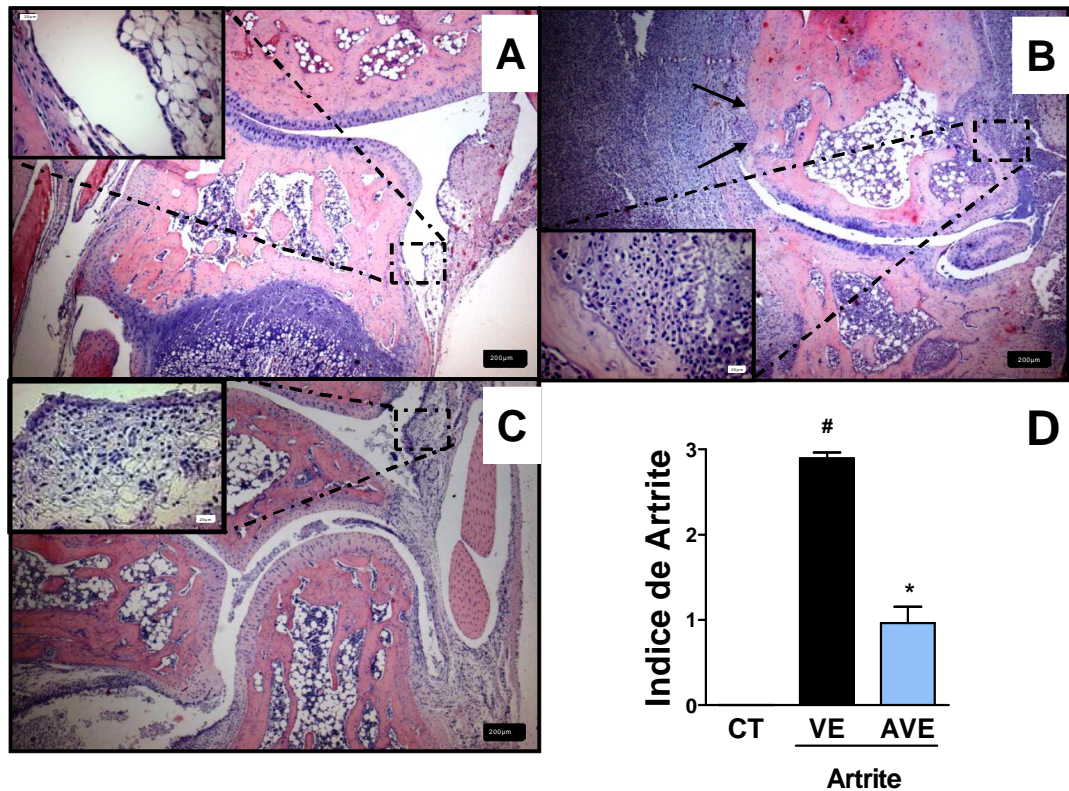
Efeito do tratamento com agonista do receptor Mas, AVE 0991, sobre o perfil histopatológico das articulações de ratas submetidas à artrite induzida por adjuvante (AdIA). Uma emulsão contendo *Micobacterium butyricum* foi administrada, i.d, em ratas Holtzman. A partir do 10º dia após indução de artrite, AVE 0991 (3 mg/kg) ou veículo – VE – (KOH 10mM em PBS 1x estéril) foram administrados (gavagem) aos animais, uma vez ao dia, até o 16º dia. Aos animais do grupo controle (CT) foi administrada apenas uma emulsão contendo óleo + água. Cortes representativos da articulação radio-carpal das ratas controle (A), veículo (B), e tratadas com AVE 0991 (3 mg/kg) (C) foram obtidas no 16º dia. Os cortes histológicos foram corados com Eosina e Hematoxina, onde as barras brancas representam 20 µm e as barras pretas 100 µm de comprimento. Inserts em A e C destacam a integridade da membrana sinovial e ausência de infiltrado inflamatório. Insert em B destaca a reabsorção óssea e formação de panus (setas). O índice de artrite (D) representa uma medida quantitativa do grau de acometimento histopatológico observado (descrição na sessão 3.4.4). As barras representam a média ± EPM de 5-8 ratas por grupo. (*) para $P < 0,05$ quando comparado à média do grupo veículo e (#) para $P < 0,05$ quando comparado à média do grupo controle (ANOVA seguida pelo pós-teste Student-Newman-Keuls).
